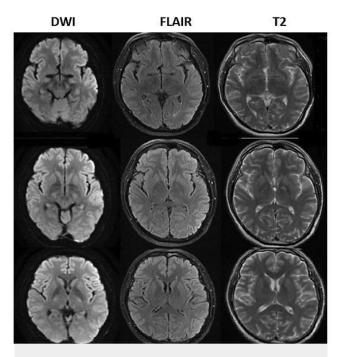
Imagen de resonancia magnética (IRM) de cerebro con sutiles cambios en la intensidad de la señal cortical fronto-temporal izquierda en la secuencia de difusión (DWI)
